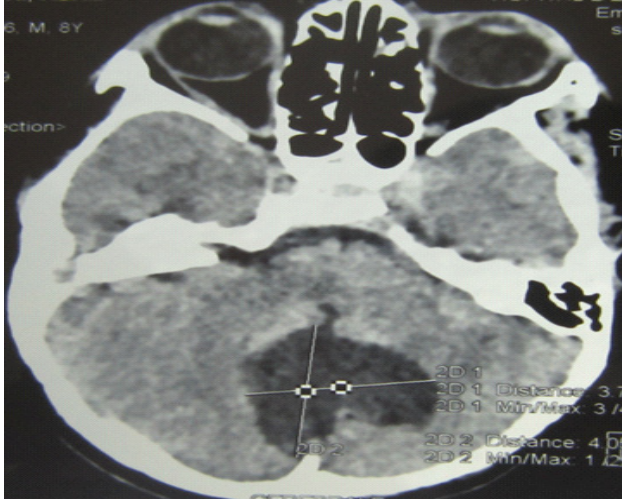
Coupe axiale TDM en fenêtre parenchymateuse objectivant une formation kystique de la fosse postérieure communiquant avec le V4
